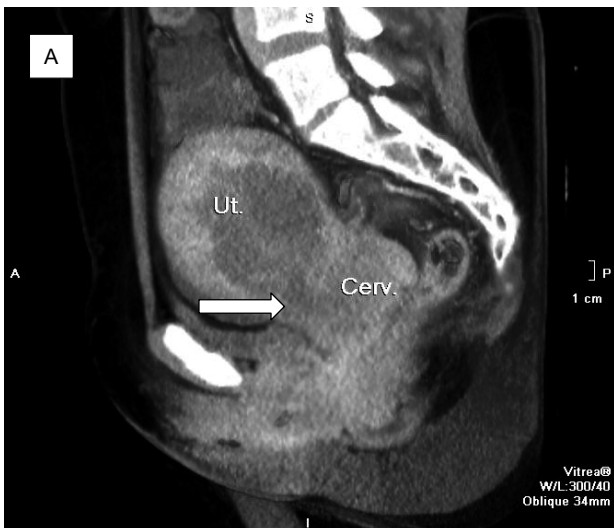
(А,В). КТ-скан. Сагиттальна проекція. Матка (Ut.) з шийкою (Cerv.) общим розміром 96 × 85 мм гетерогенної структури, і лівий яйчник (Ov.) розміром 55 × 79 мм з гомогенним вмістом
